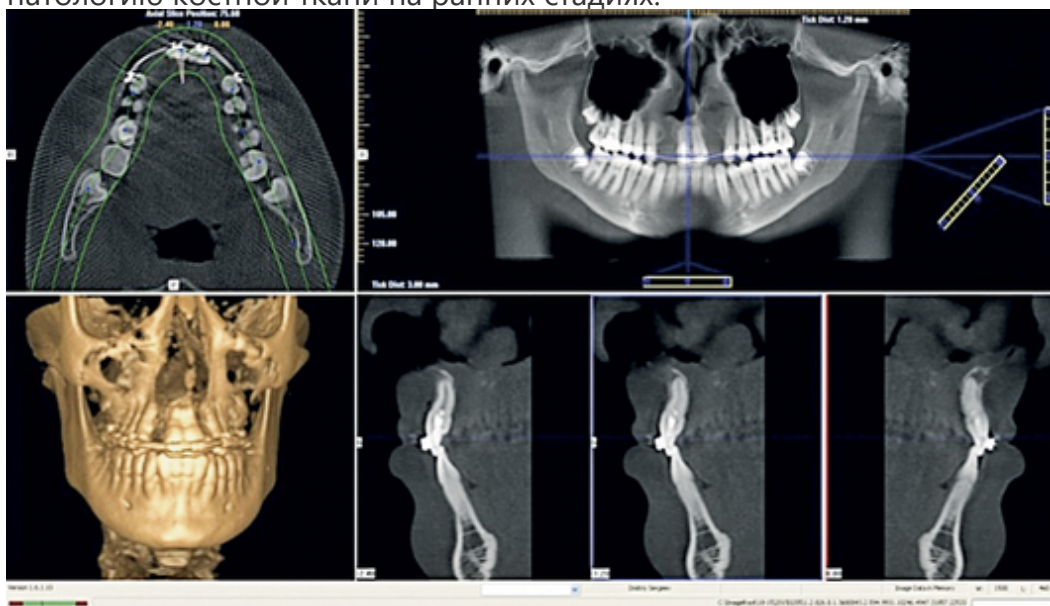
Конусно-лучевые компьютерные томограммы. Постпроцессорная обработка полученного изображения в программе iCATVision с построением 3D-реконструкций, серий кросс-секций, панорамной реконструкции и мультипланарной реконструкции в аксиальной проекции
